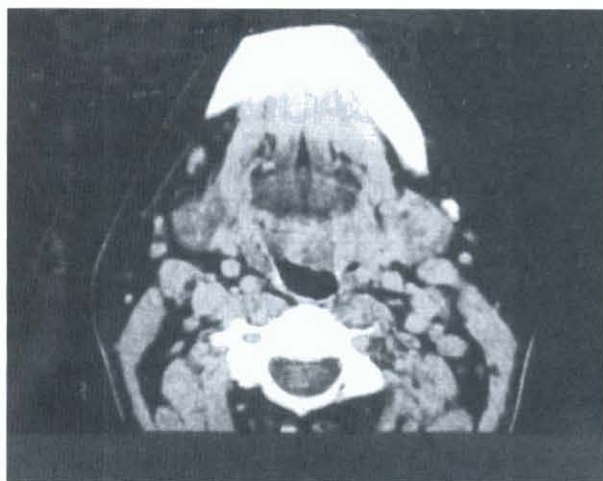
TAC do pavimento da boca
